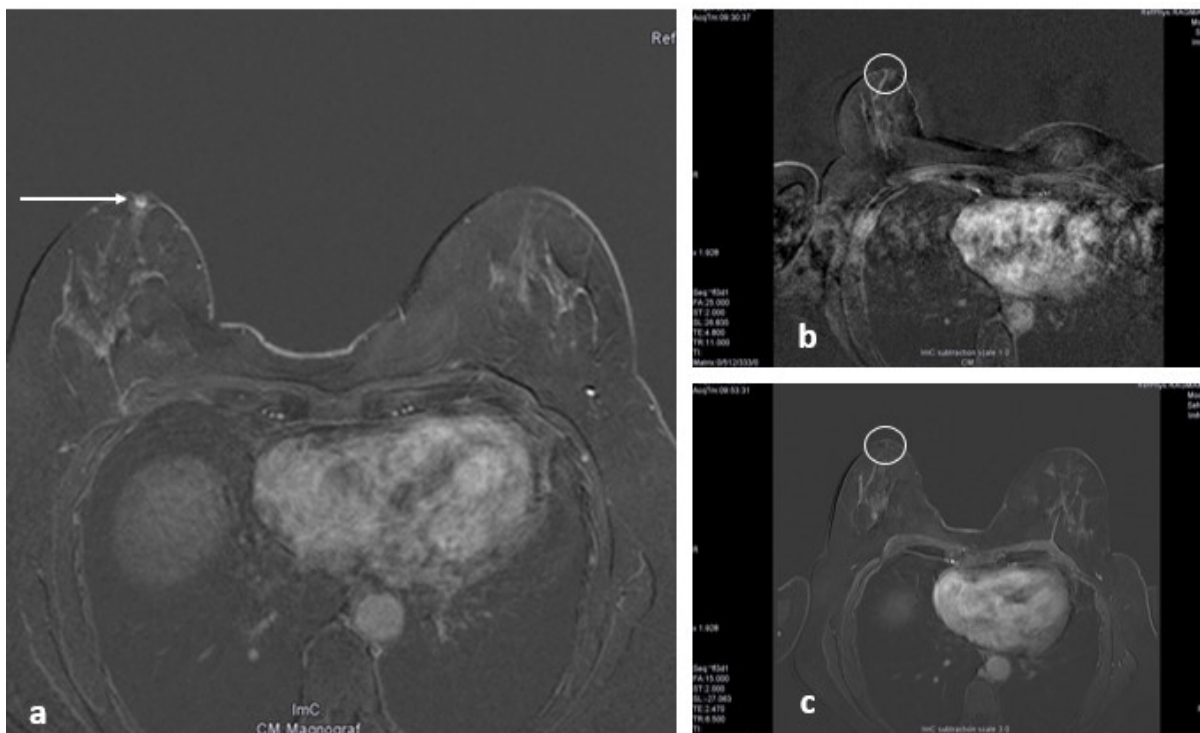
MRT im Verlauf. 53-jährige Patientin aus einer Hochrisikofamilie ohne Nachweis einer Genmutation. *a:* neu aufgetretene frühzeitig KM-aufnehmende non-mass Läsion von 8x7x5 mm rechts retromamillär (mit Pfeil markiert) im Rahmen des Früherkennungsprogramms. *b:* Am Interventionstag (11 Tage nach der initialen MRT-Aufnahme) ließ sich die non-mass Läsion nicht mehr reproduzieren (mit Kreis markiert). Eine Biopsie wurde daher nicht durchgeführt. *c:* MRT-Kontrolle nach vier Monaten. Die Anreicherung rechts retromamillär ließ sich weiterhin nicht mehr abgrenzen (mit Kreis markiert). Mit freundlicher Genehmigung der Klinik und Poliklinik für Radiologie; Klinikum Großhadern München.
